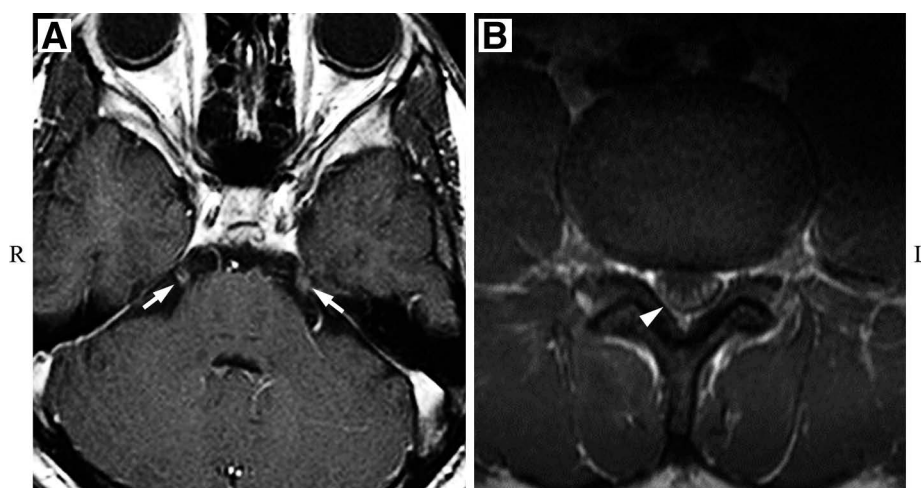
Brain and lumbar spine MRI findings.
